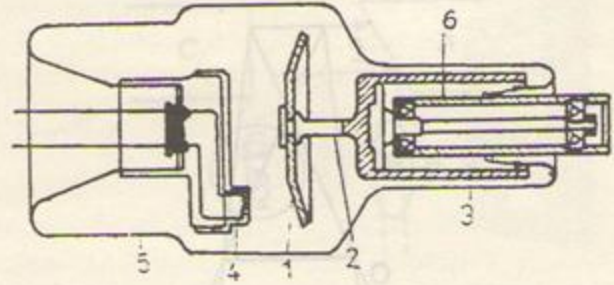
Tub radiogen cu anod rotativ, utilizat în Röntgendiagnostic: 1 - discul anodului; 2 - axul de rotație; 3 - rotorul anodului; 4 - filamentul catodului; 5 - peretele de sticlă al tubului; 6 - statorul anodului.
